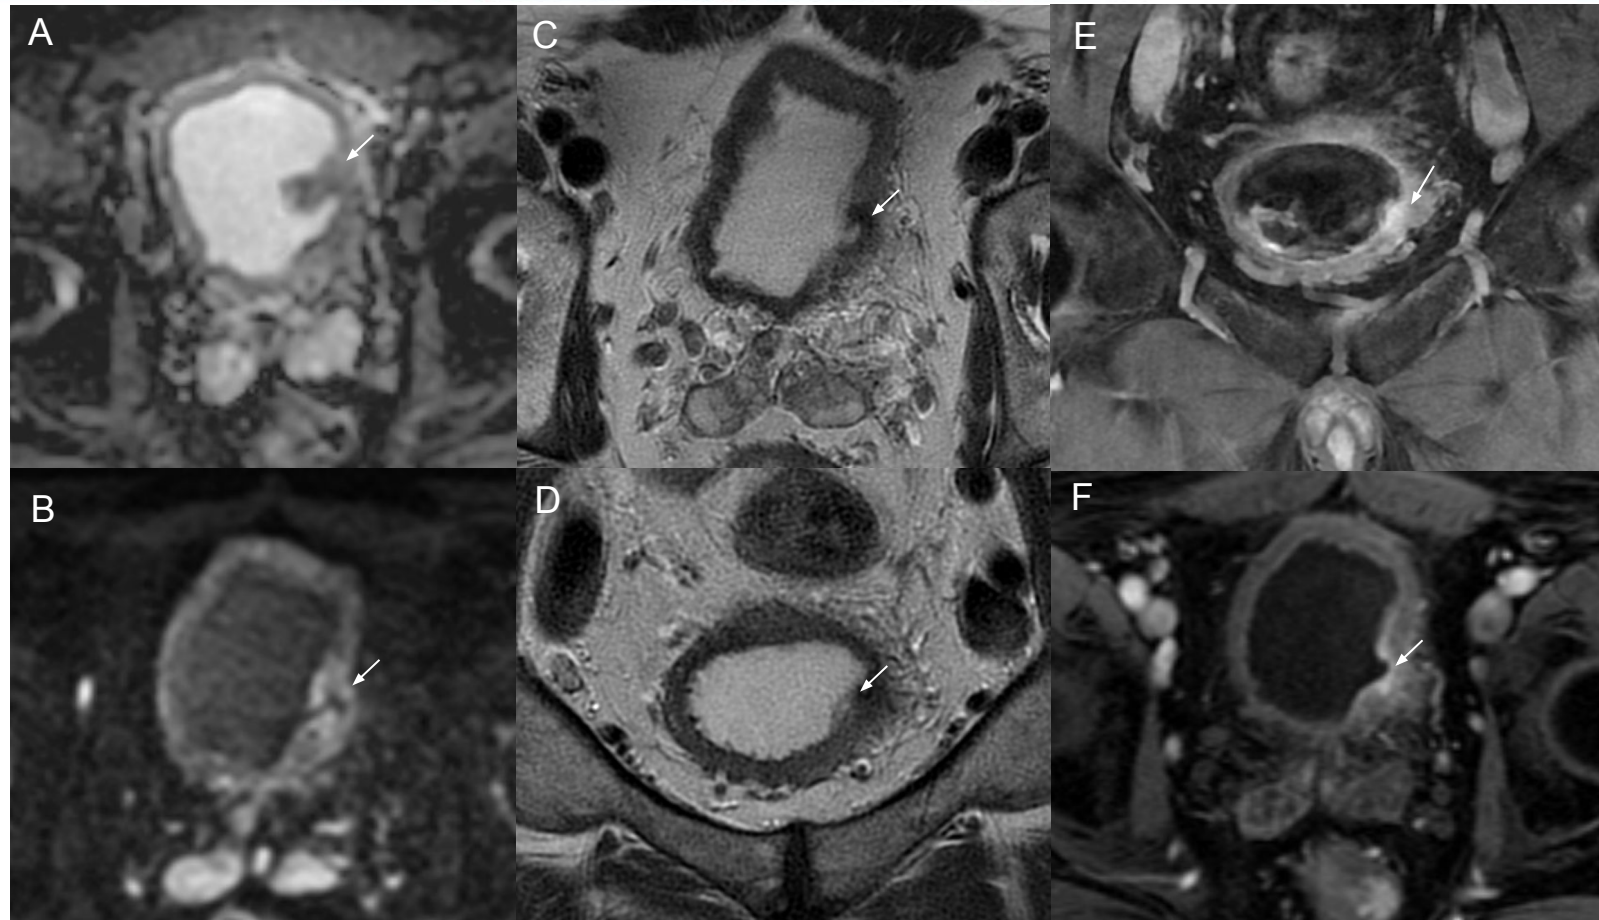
Corte axial de RM de próstata DWI (A), cortes axiales y coronales RM de vejiga DWI (B), T2 (C, D) y DCE (E, F) de una NVMI (flecha) preTNA (A) con categorización VI-RADS 5 y postTNA (resto de imágenes), con categoría NacVI-RADS 2. El estudio postTNA muestra engrosamiento difuso y ulceración la mucosa, que se interpretó como cambios postRTU. Se identifica un pequeño realce precoz que no coincide con una zona de restricción de la difusión. El resultado de AP fue NVMI pT2a, tratándose de un falso negativo.
